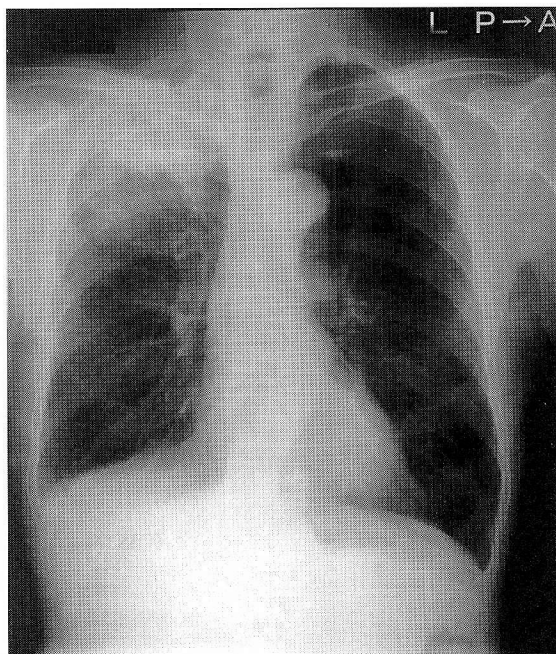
Chest X-ray film on admission (May 8, 2003) shows an infiltrative shadow in the right lung field.
